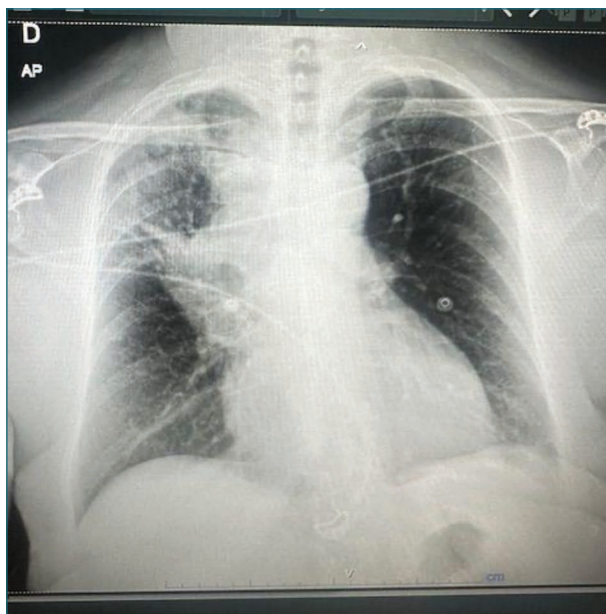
Radiografía de tórax en proyección anteroposterior (AP), realizada como prueba urgente ambulatoria solicitada desde Atención Primaria. Publicado con el consentimiento del paciente.
